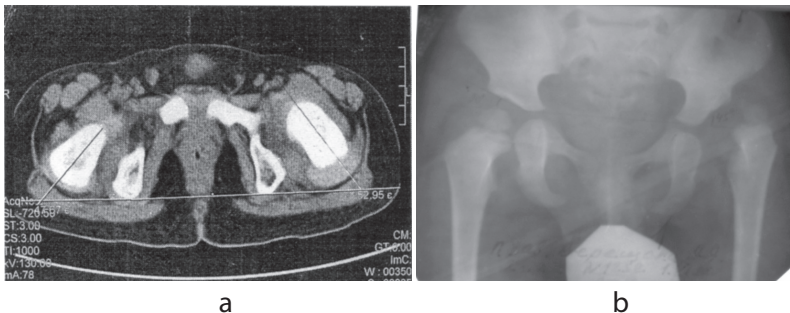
Sindromul de instabilitate displazică a șoldului cu PE: a) imagine radiologică tomografică; b) imagine radiologică anteroposterioară.
